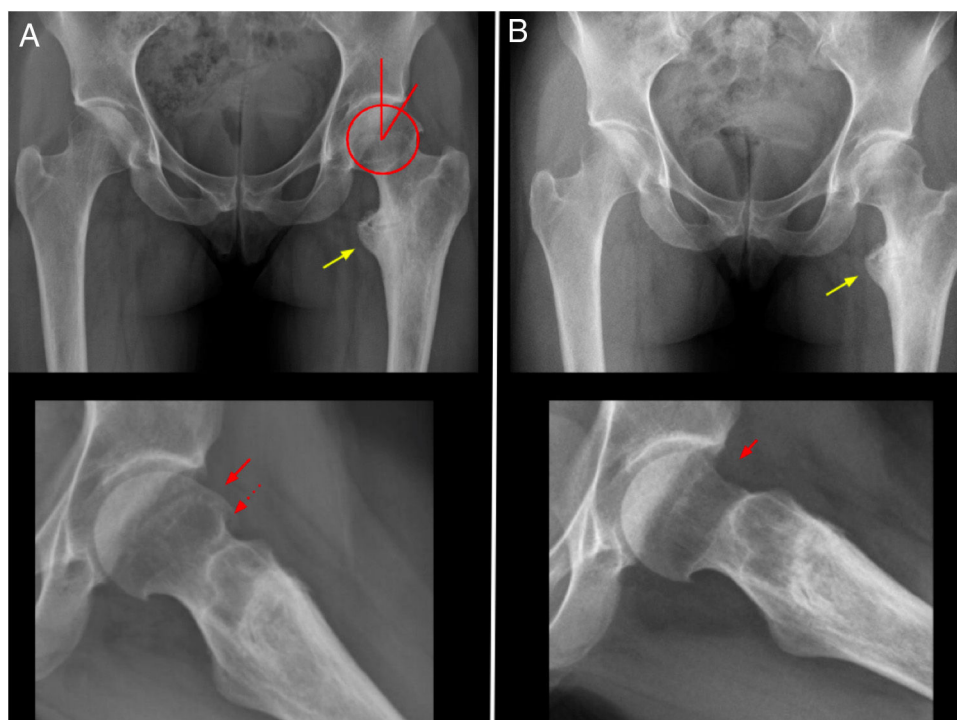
Paciente de sexo femenino de 32 años. A) Radiografías anteroposterior y perfil preoperatorias; LCEA = 25°; ángulo de Tönnis = 10°; ángulo alfa = 80°. Flecha amarilla: coxa valga y extrarrotación; flecha continua roja: deformidad tipo CAM; flecha roja punteada: osteofito en anillo. B) Radiografías anteroposterior y perfil postoperatorias inmediatas; LCEA y Tönnis sin modificación; flecha roja continua: corrección de la deformidad de CAM luego de la osteocondroplastia artroscópica.
